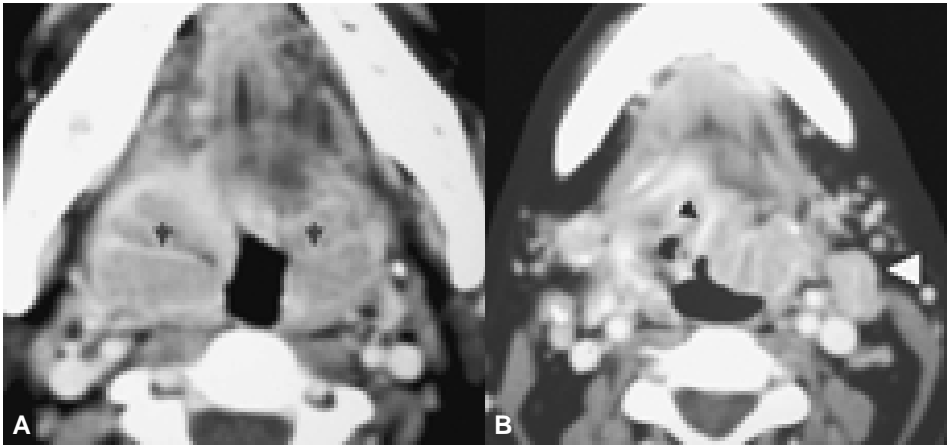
TC con contraste. LNH extraganglionar primario del anillo de Waldeyer con linfadenopatía única. Crecimiento asimétrico de amígdalas palatinas (A) y lingual (B) con tabiques vascularizados en su interior (flechas negras) y ganglio homogéneo II A izquierdo menor de 15 mm (cabeza de flecha).
